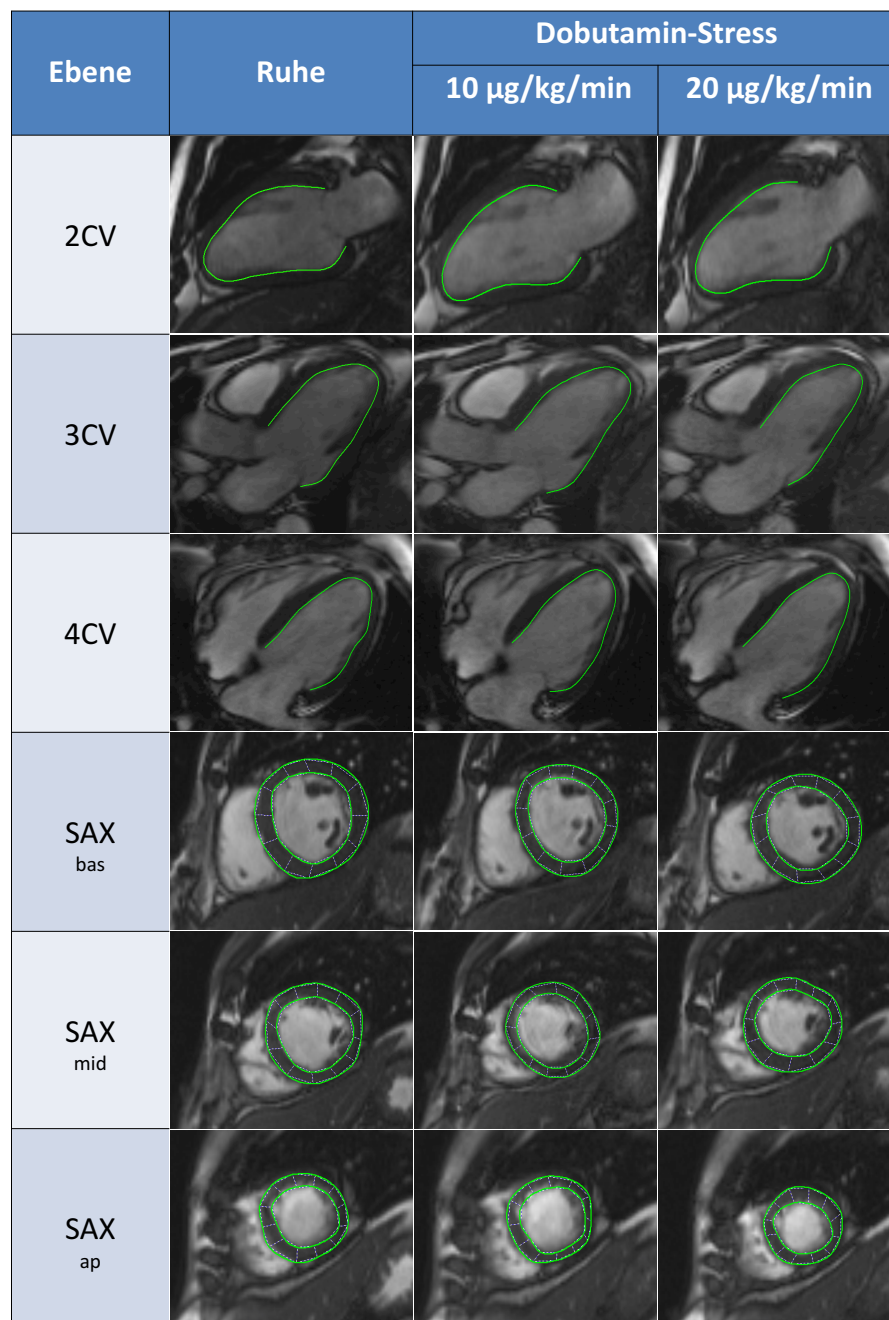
Messung des linksventrikulären radialen *Strains* mit dem magnetresonanztomographischen *Feature-Tracking*
